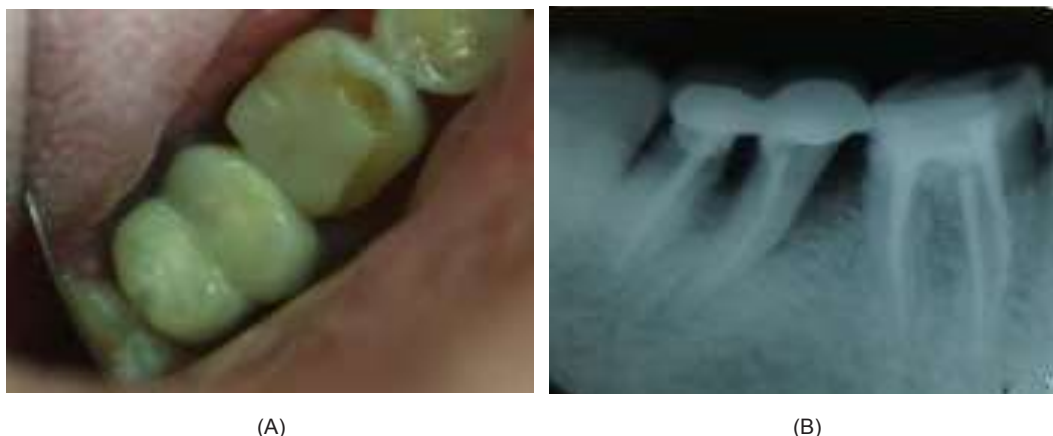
(A) Gambaran klinis tampak oklusal gigi 47 dengan garis fraktur pada sisi distoklusal (B) Gambaran radiografis gigi 47. Tampak gambaran radiolusen pada area bifurkasi
